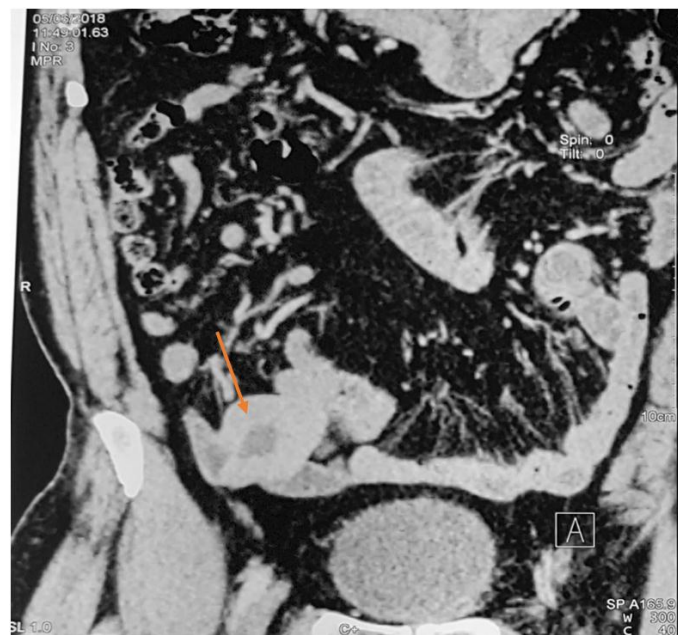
TDM abdominale : Coupe sagittale montrant la tumeur au niveau de la dernière anse iléale. (Flèche)
